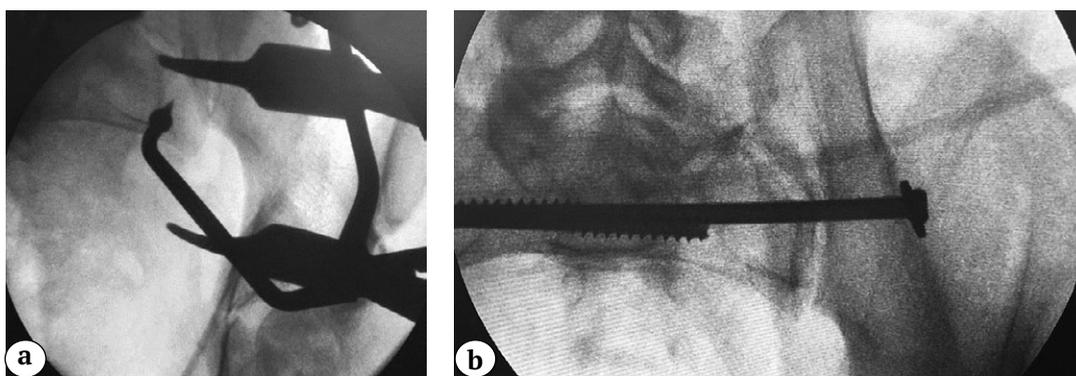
Разрыв левого крестцово-подвздошного сочленения со смещением левой половины таза кзади и краниально: а — рентгенограмма, выполненная во время выполнения репозиции левого КПС разработанным способом; б — после репозиции левого КПС и его фиксации канюлированным винтом
